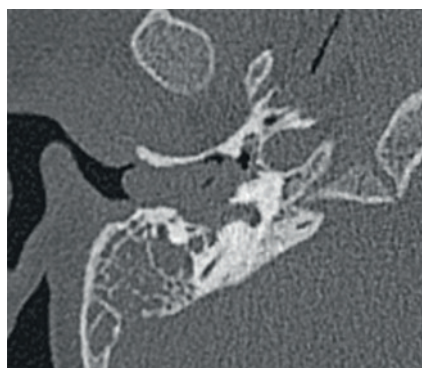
Предоперационная КТ височных костей в аксиальной проекции
